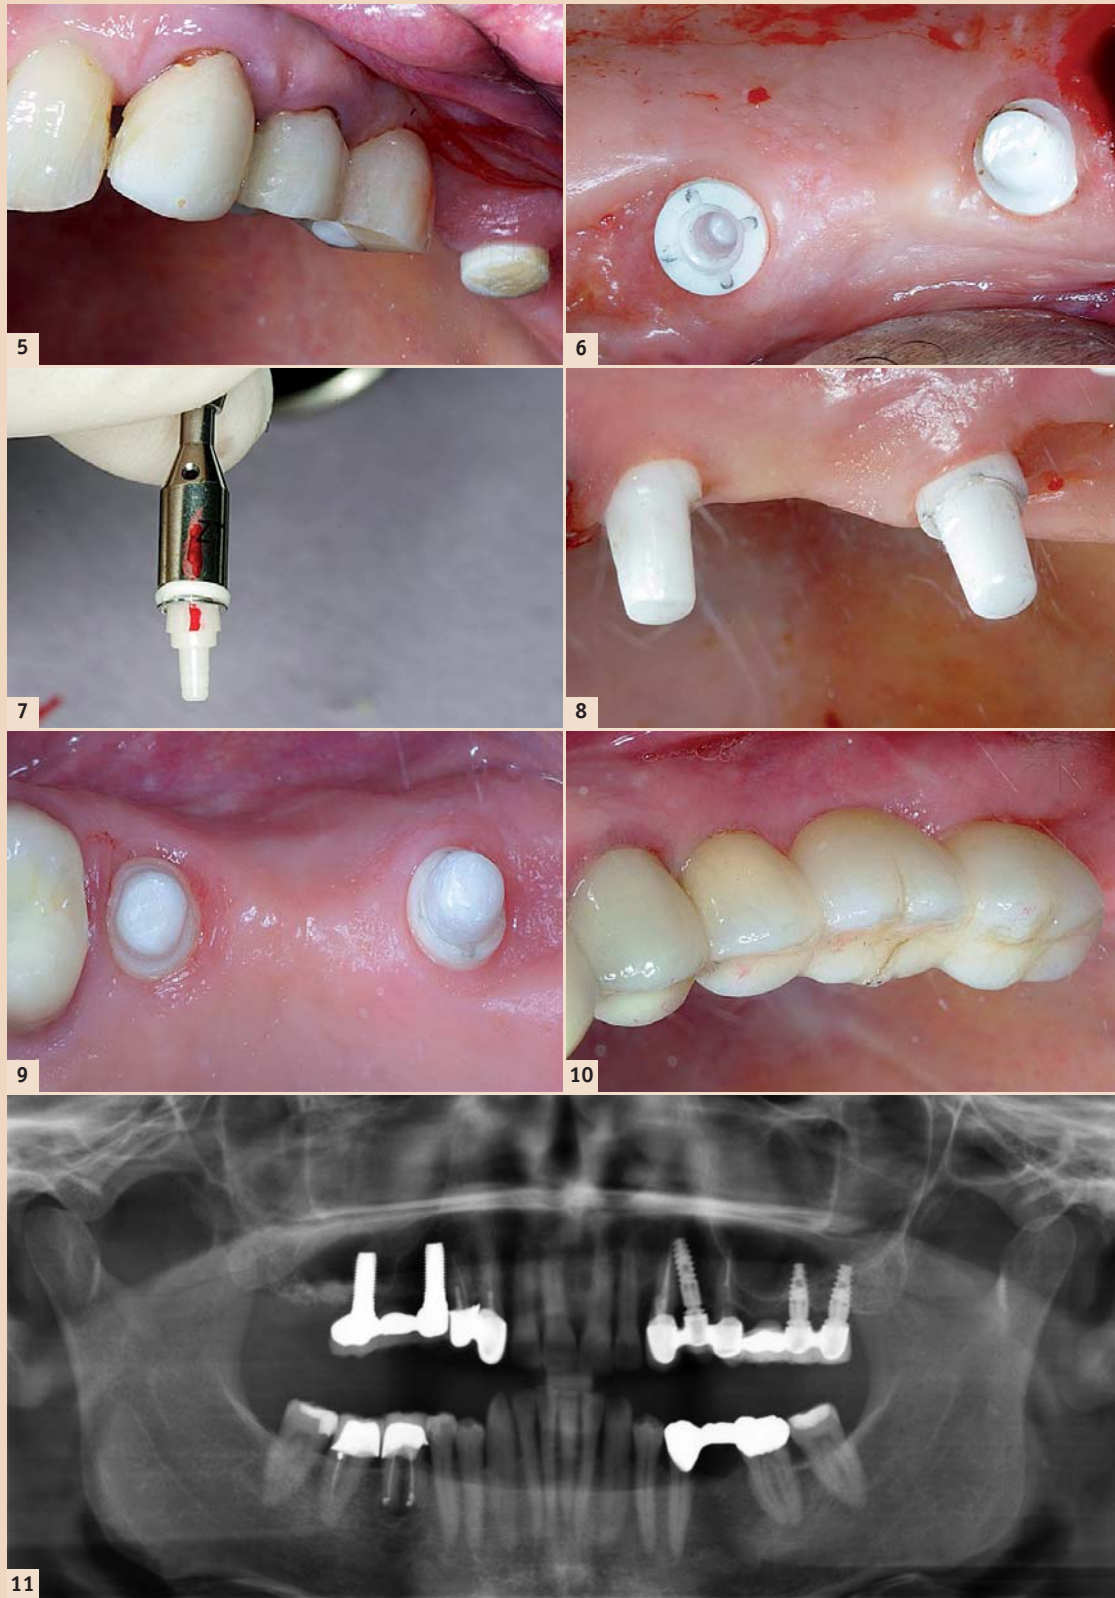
Chairside Kanitemp-Provisorium und PEEK-Einheilkappe auf zweiteiligem Zirkolith® Implantat. – Abb. 6: Okklusale Ansicht vor Einsetzen des Abutments. – Abb. 7: Konischer Abutmentpfosten für eine sichere, stabile Verbindung. – Abb. 8: Einzementiertes Abutment. – Abb. 9: Zirkolith® Keramikimplantate schleifbar wie ein natürlicher Zahn mittels Komet Rotringdiamanten. – Abb. 10: Finale Restauration mit Zirkondioxidbrücke bei 15 bis 17; Zementierung mittels PANA VIA™ Zement. – Abb. 11: Panorama-X-ray nach Versorgung.
